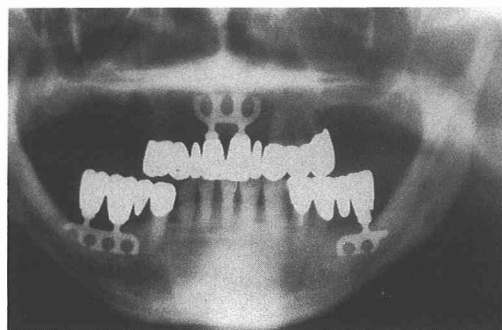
チタン・ブレード型骨内インプラント植立術後7カ年経過パノラマX線写真
